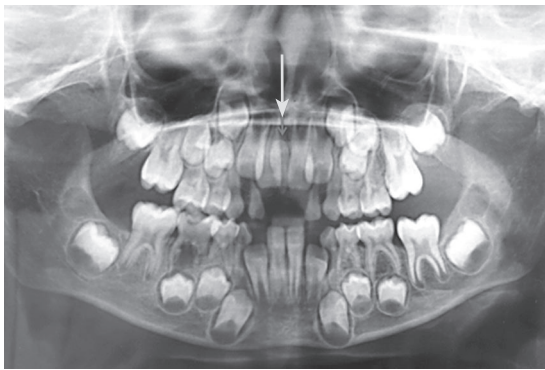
Radiografía panorámica; paciente de género masculino de 7 años de edad que presenta diente supernumerario en línea media del maxilar, conocido como mesodens
